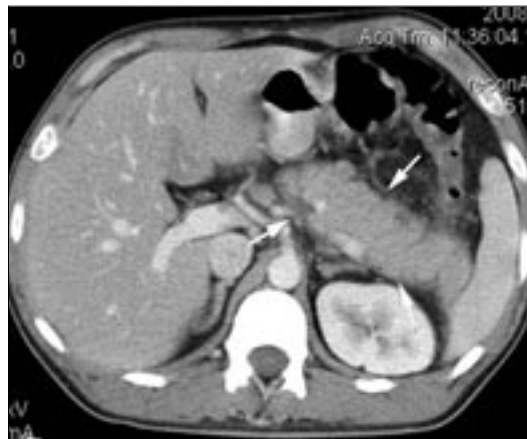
Компьютерная томограмма. Увеличение хвоста поджелудочной железы и снижение его плотности при контрастировании (стрелки).
